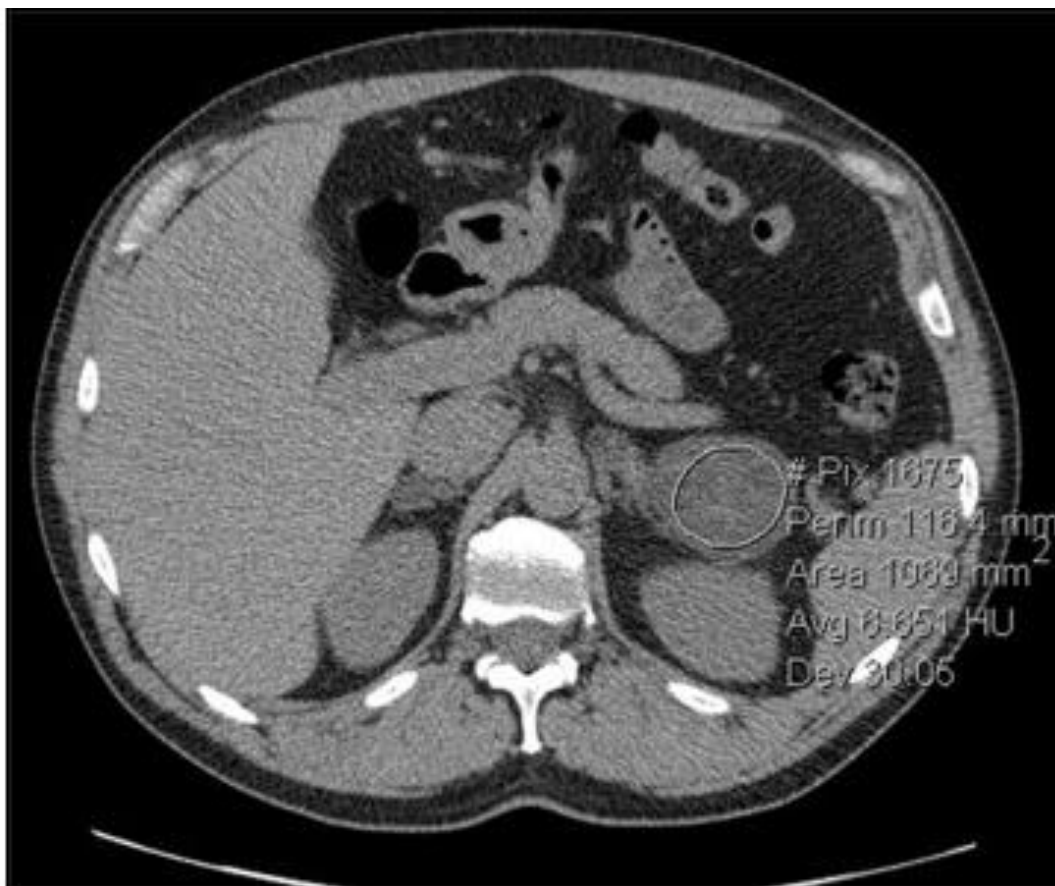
Adénome riche en graisses (TDM sans injection : densité spontanée 6 UH). [40]
